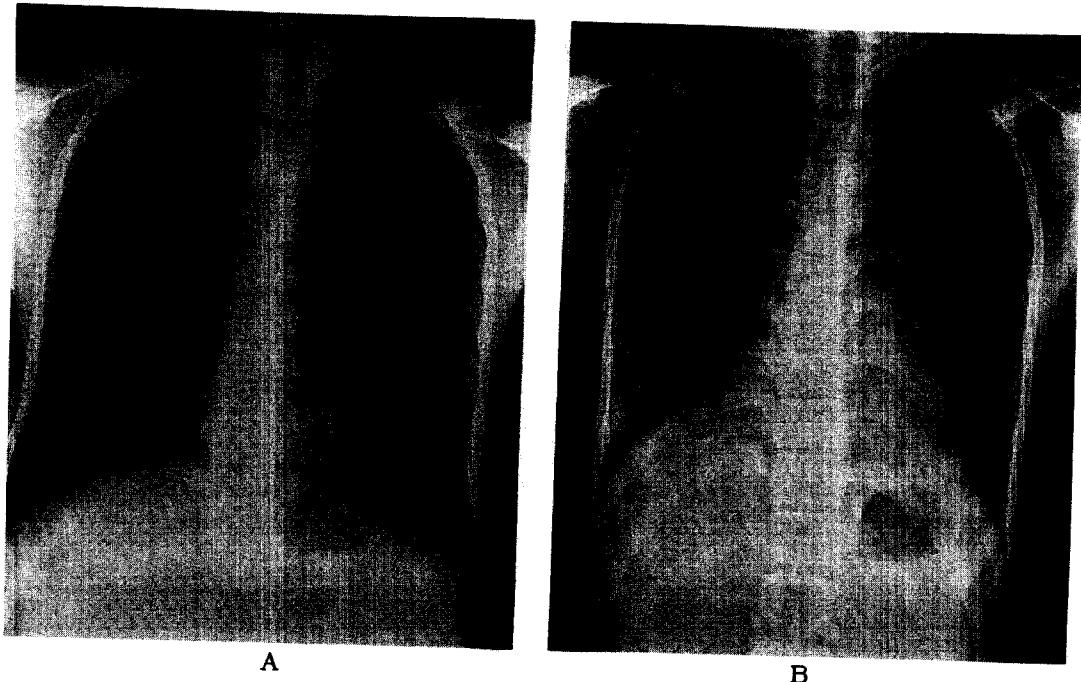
Chest X-rays of patient 5. A baseline chest PA(A) showed normal lung parenchyma. On presentation with cough and DOE, the chest PA(B) showed focal alveolar infiltrates on right lower lung field.
